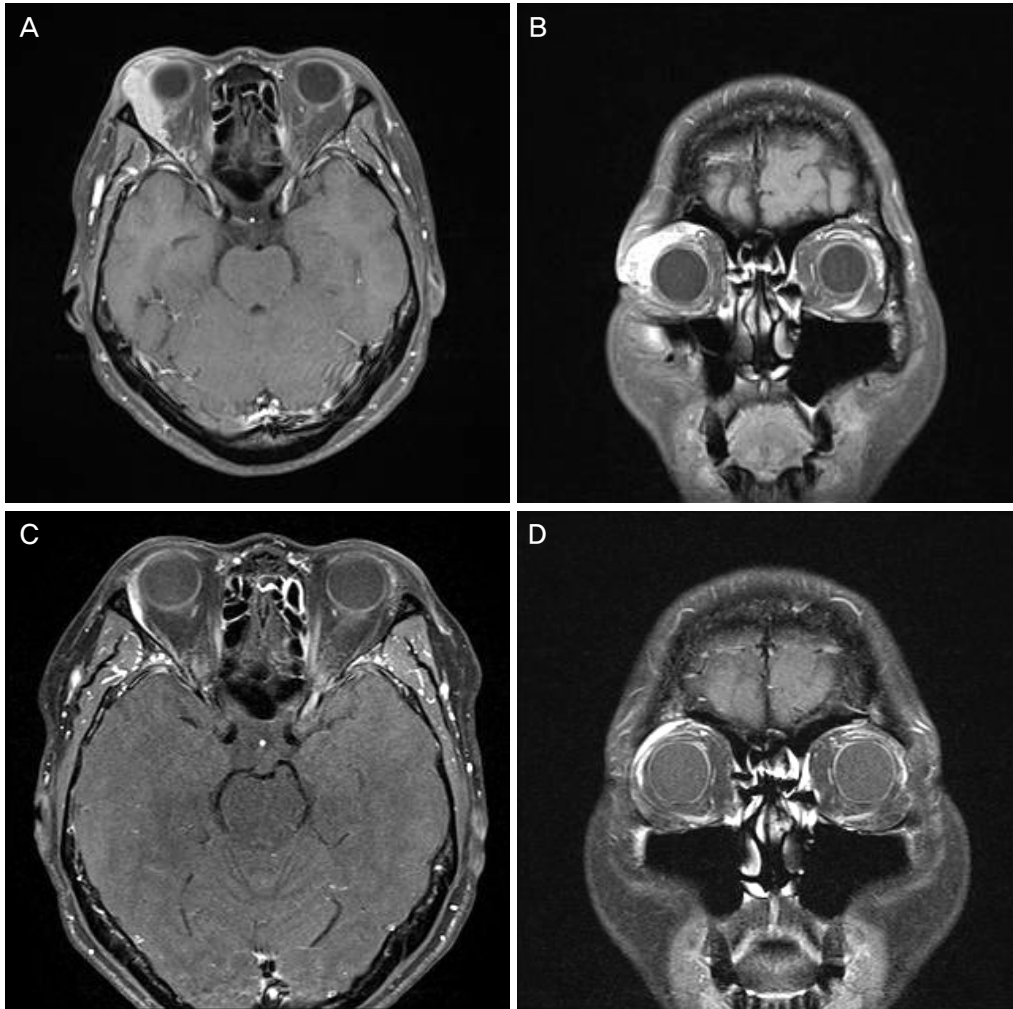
Orbital T1-weighted magnetic resonance images showing enhancing enlargement of the right lacrimal gland. (A, B) Before chemotherapy, a diffusely enlarged right lacrimal gland is noted. (C, D) One month after eight cycles of chemotherapy, the right lacrimal gland enhancement reduced dramatically.
